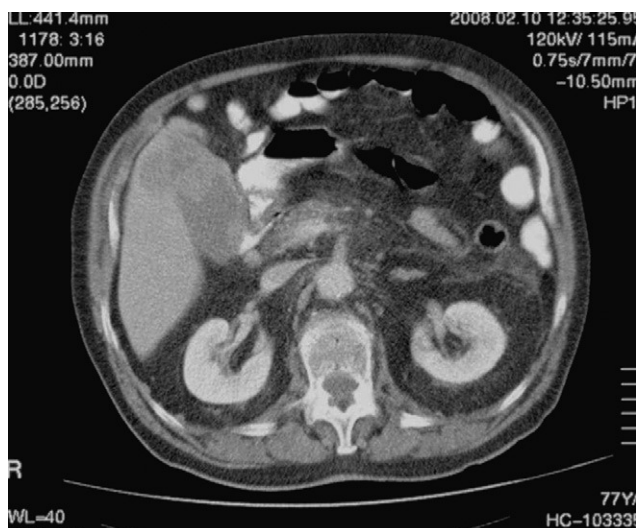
TAC abdominal que muestra masa en el fondo vesicular que infiltra el parénquima hepático.
